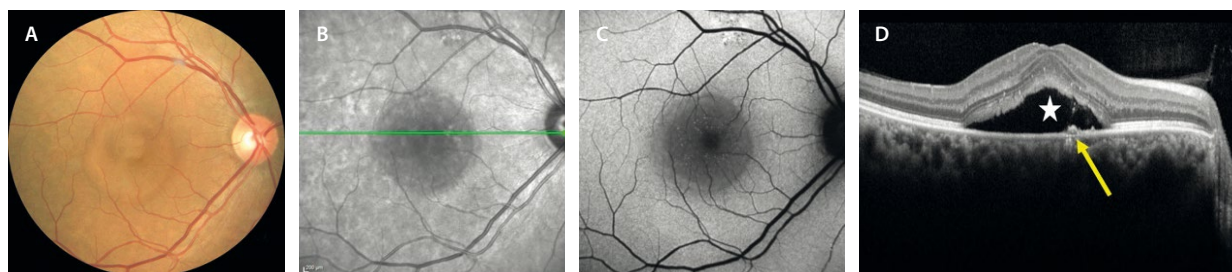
Coriorretinopatía serosa central aguda. A) La retinografía a color muestra un cambio de coloración circular correspondiente al desprendimiento del neuroepitelio. B y C) La imagen cercana a la infrarroja y la autofluorescencia muestran un área hiporreflexiva e hipoafluorescente que se corresponde con el desprendimiento del neuroepitelio en la tomografía de coherencia óptica macular (estrella en D). La flecha amarilla (D) muestra un pequeño desprendimiento del epitelio pigmentario de la retina plano que corresponde al punto de fuga, el cual no se aprecia en la autofluorescencia (C).
